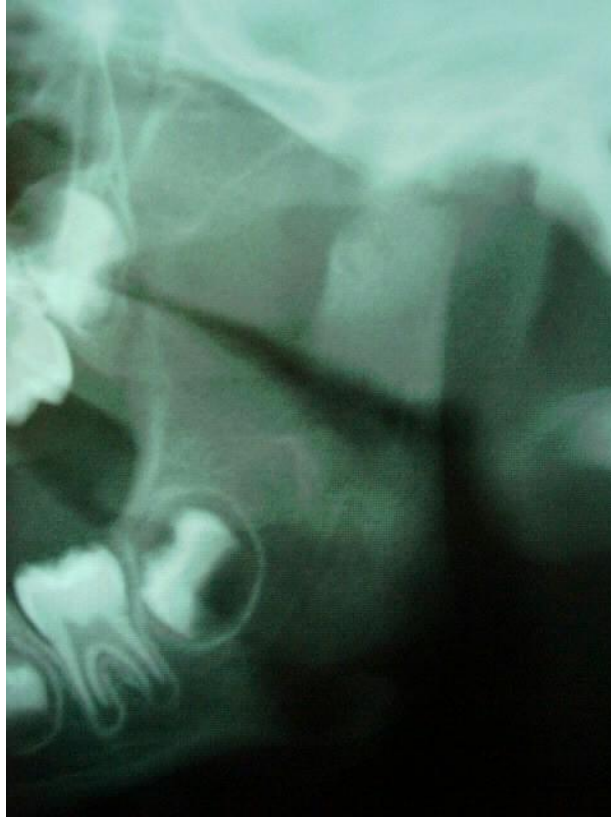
ATM esquerda com alteração da anatomia condilar, observada em radiografia panorâmica.
